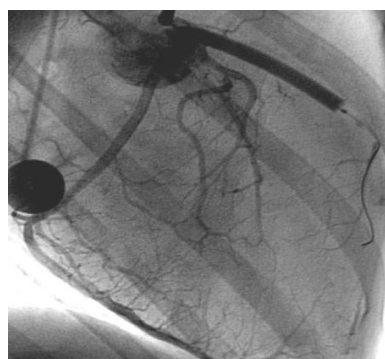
Установка двухпросветного перфузионного баллонного катетера (указано стрелкой) в КС. А) Баллон не раздут. Б) Инфляция баллона.
